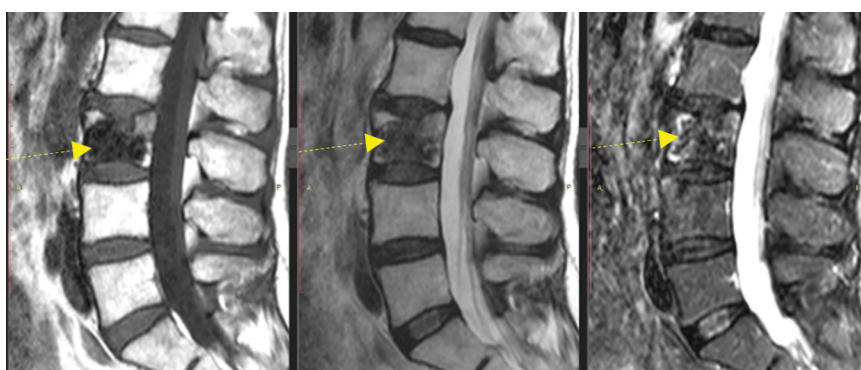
МРТ поясничного отдела позвоночника через 3 года после перелома и выполненной пункционной вертебропластики L3 позвонка (желтые стрелки). Отсутствие признаков острого перелома, зона неправильной формы с низким сигналом во всех режимах — костный цемент, сохраненная высота тела позвонка и нормальная ось позвоночника, размер грыжи Шморля в теле L3 позвонка не увеличился
